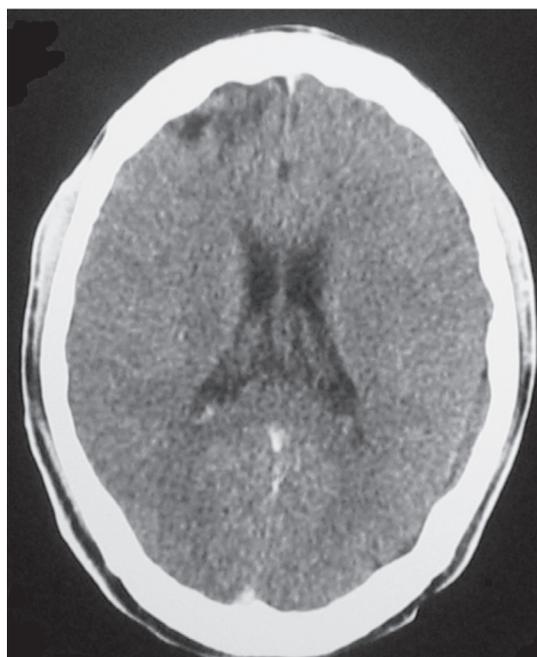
TAC cerebral contrastado que muestra una pequeña área de encefalomalacia frontal derecha pequeña, sin colecciones residuales, ni realces anormales en el parénquima cerebral.
